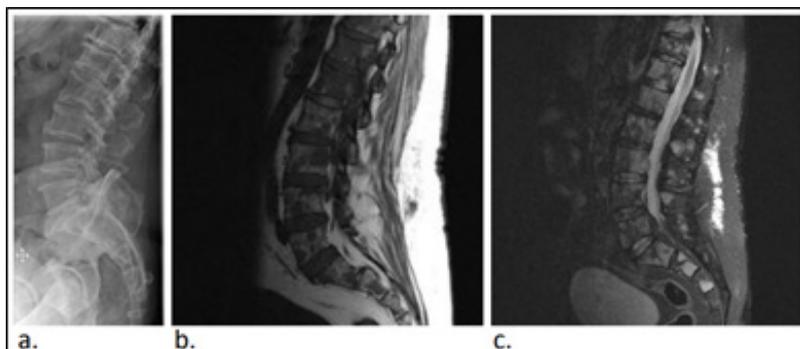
Rx de columna lumbar lateral (a), RM de columna lumbar sagital T1 (b) y STIR (c). Aunque en la radiografía se aprecian áreas radiolúcidas en los cuerpos vertebrales (a), en las imágenes de RM se aprecia una afectación mucho más extensa y difusa (b y c).
